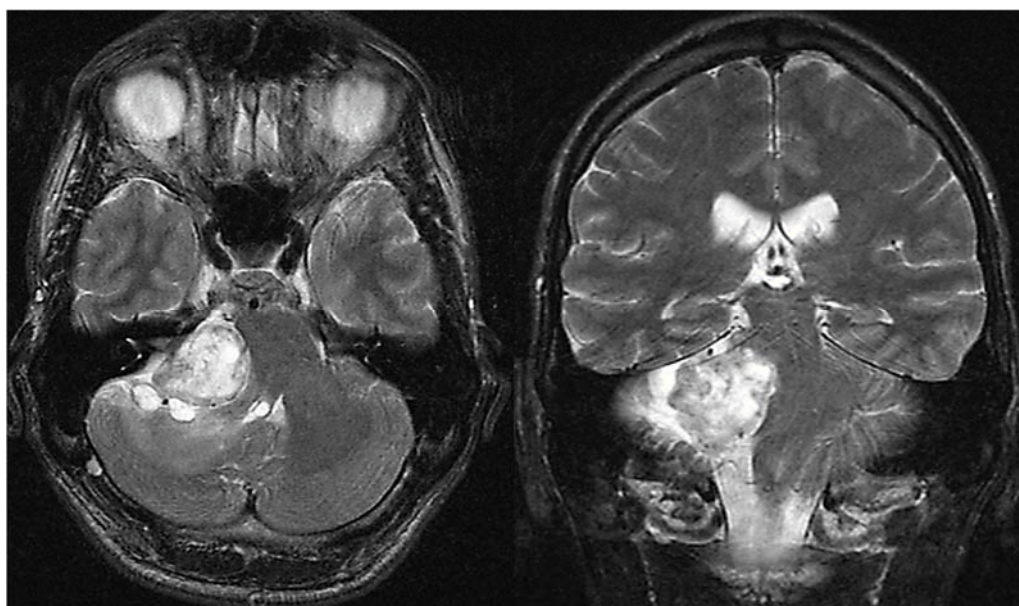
МРТ головного мозга до операции, определяется кистозная невринома правого слухового нерва (тип D)
